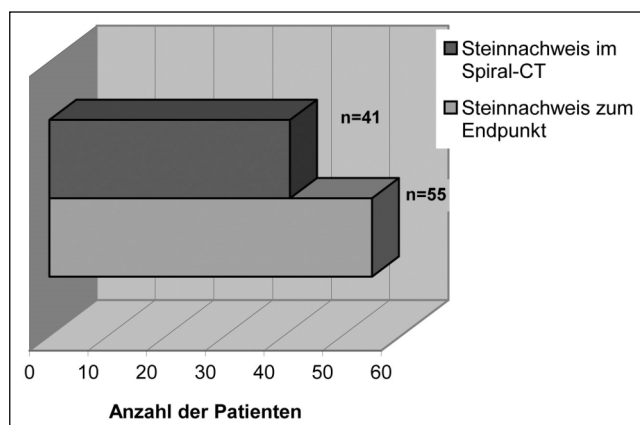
Anzahl Patienten mit positivem Steinnachweis zum Endpunkt der Untersuchung und mit positivem Steinnachweis im Nativ-Spiral-CT.
